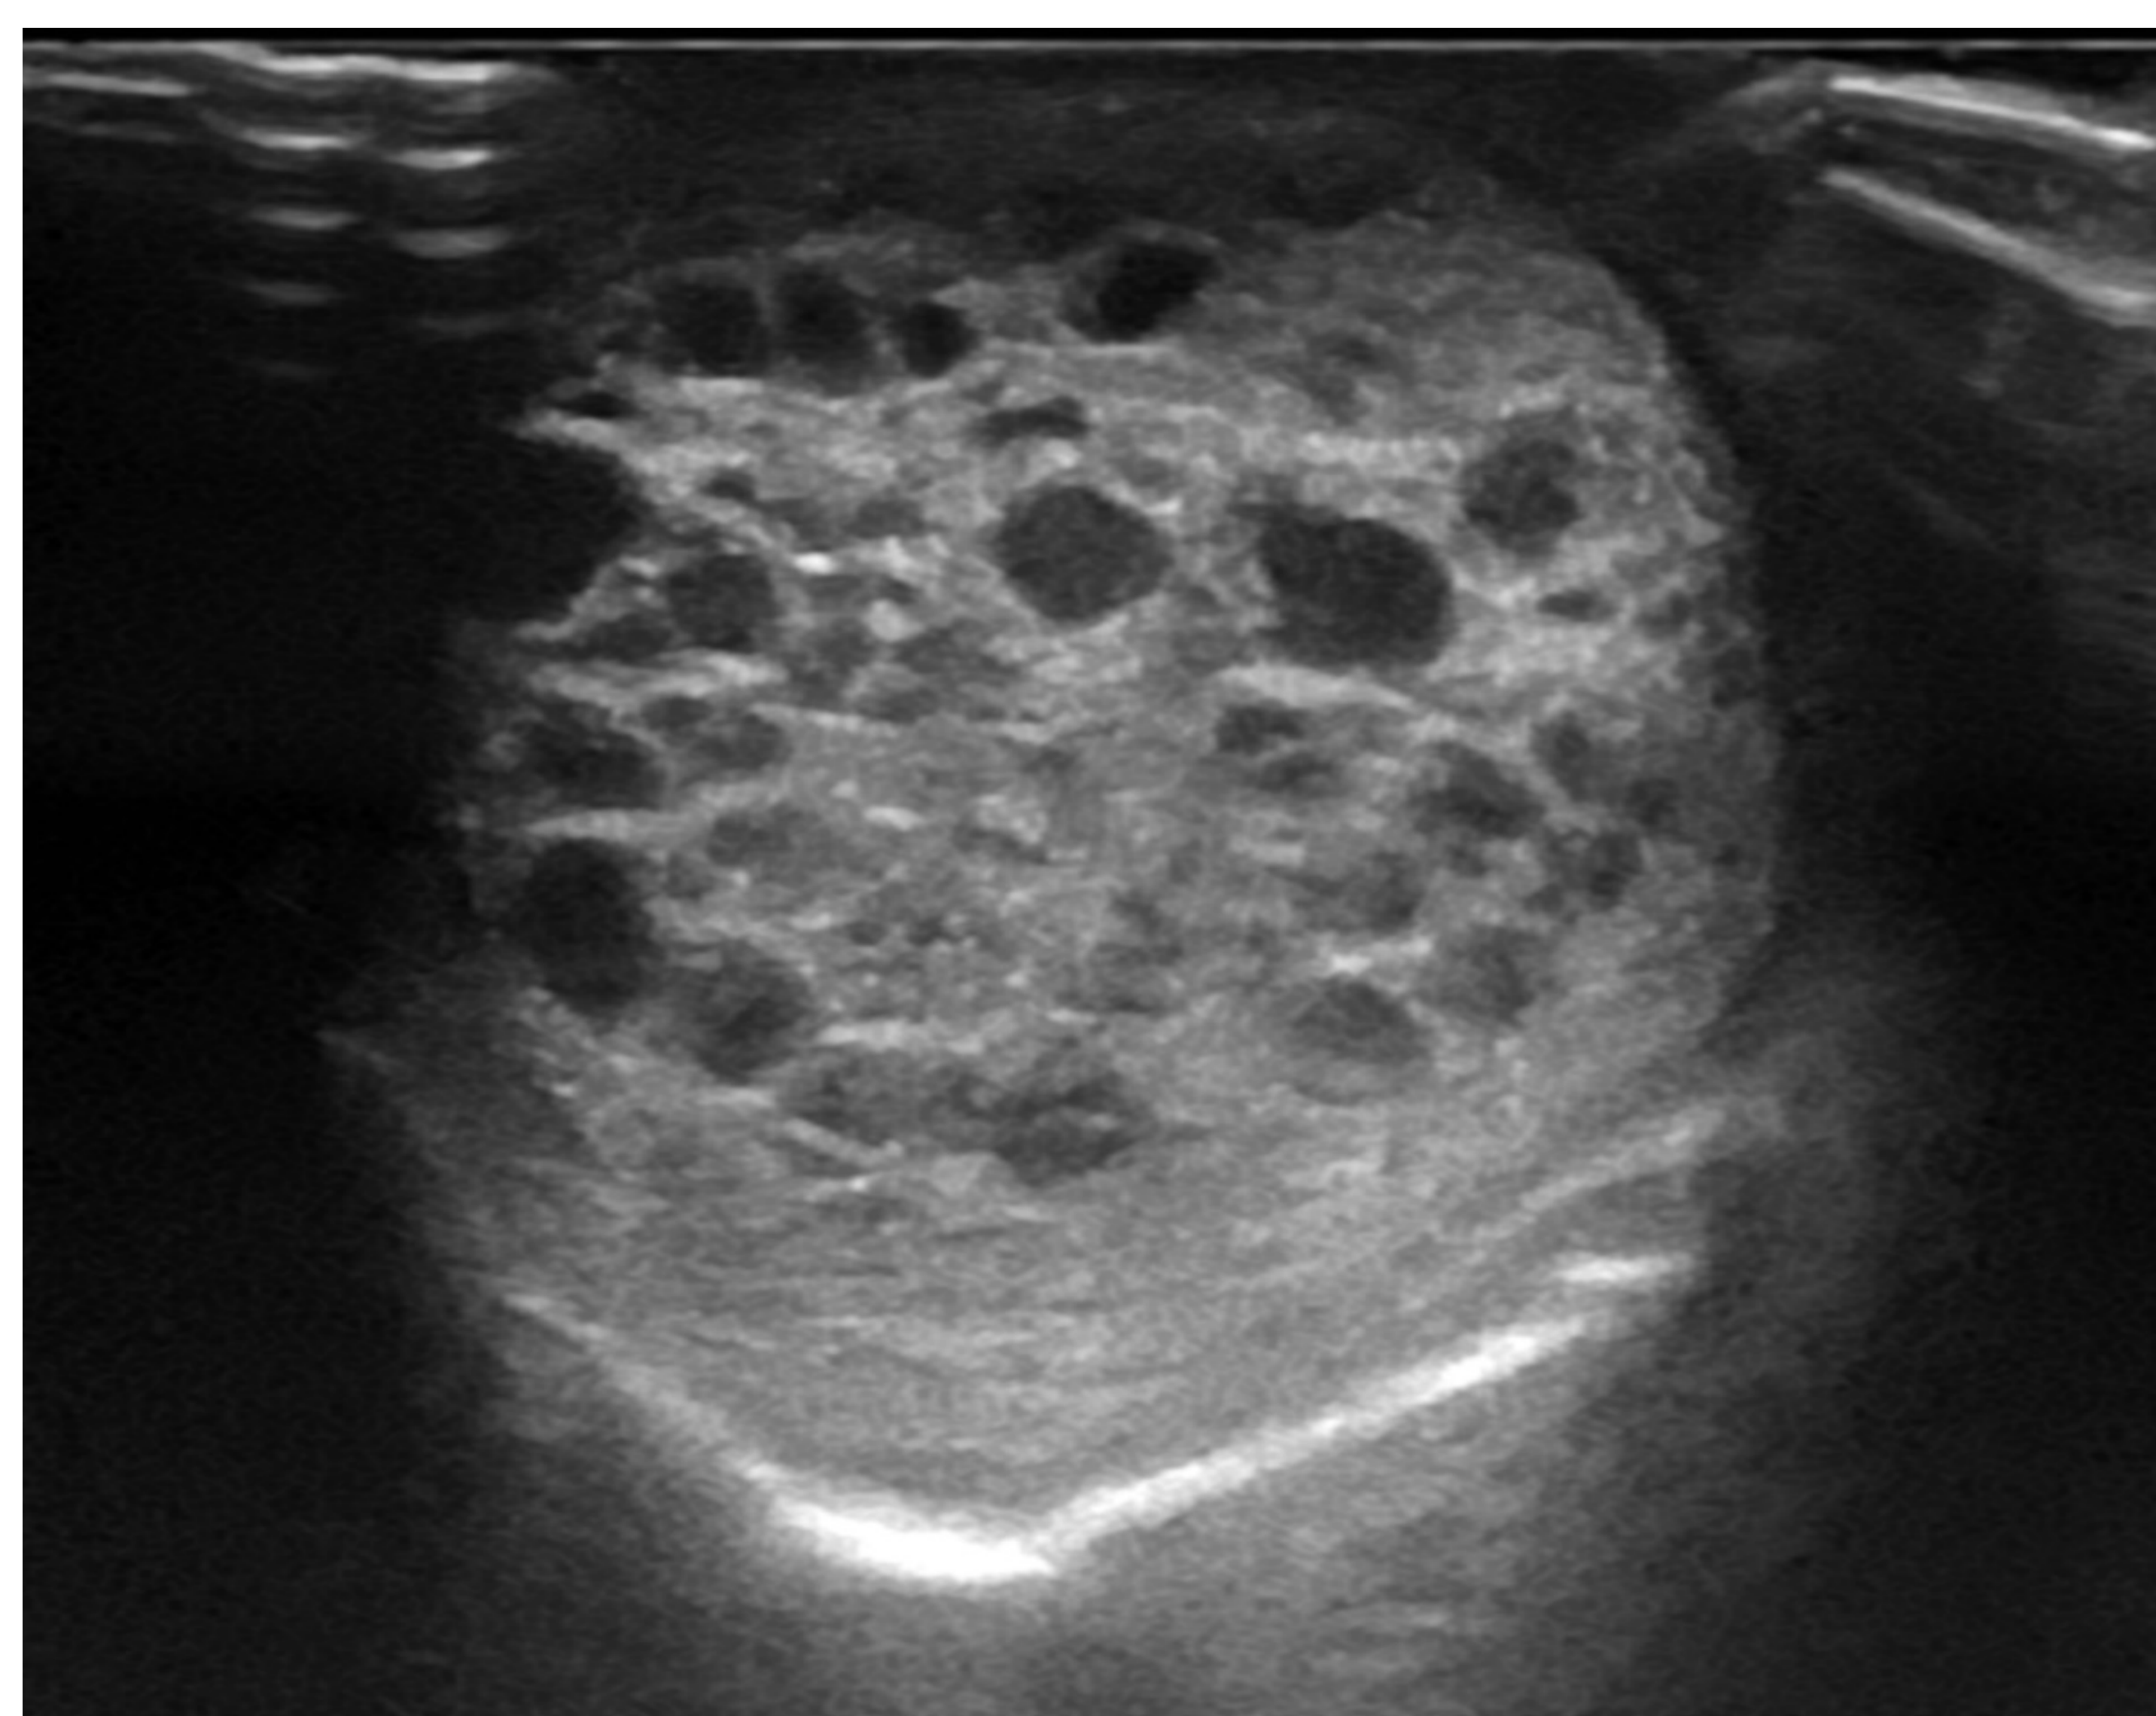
Neonato de 17 horas de vida con testículo derecho aumentado de tamaño de consistencia indurada. En bolsa escrotal derecha se evidencia lesión multiquística con septos engrosados, que ocupa la práctica totalidad del testículo derecho. Presenta aumento de vascularización mediante estudio Doppler color. Hallazgos compatibles con tumor testicular que plantea como diagnóstico más probable tumor de células de la granulosa tipo juvenil.
